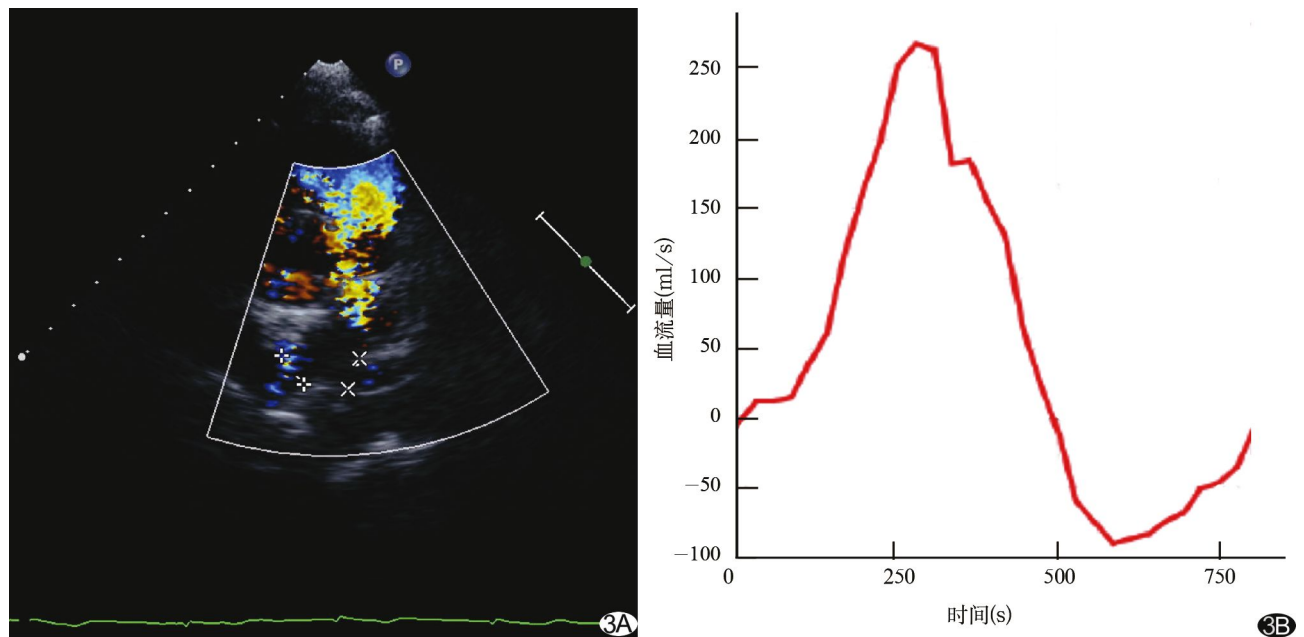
肺动脉中度反流 A. 超声心动图显示舒张期逆向血流局限于肺动脉主干内; B. PC-MRI 获得的一个心动周期内肺动脉时间-血流曲线, APF 为 63.20 ml/beat, ANF 为 23.70 ml/beat。PRF=37.50%, 为中度反流
